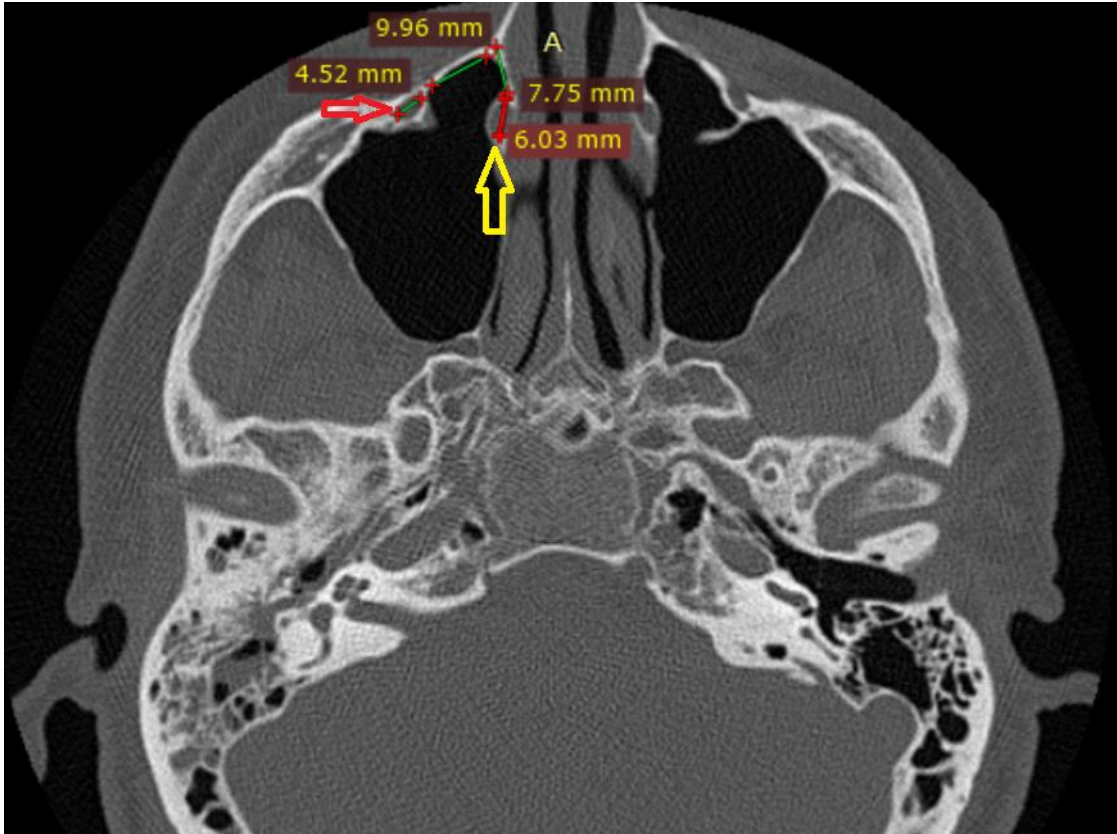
СКТ. Аксиальна проекція. Червоною стрілкою позначено *canalis infraorbitalis*, жовтою – нижній носовий хід. Приклад вимірювання розмірів анатомічних структур.
